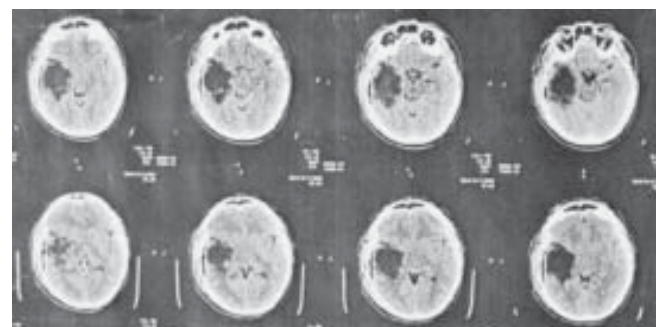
КТ на сьомий день після операції
